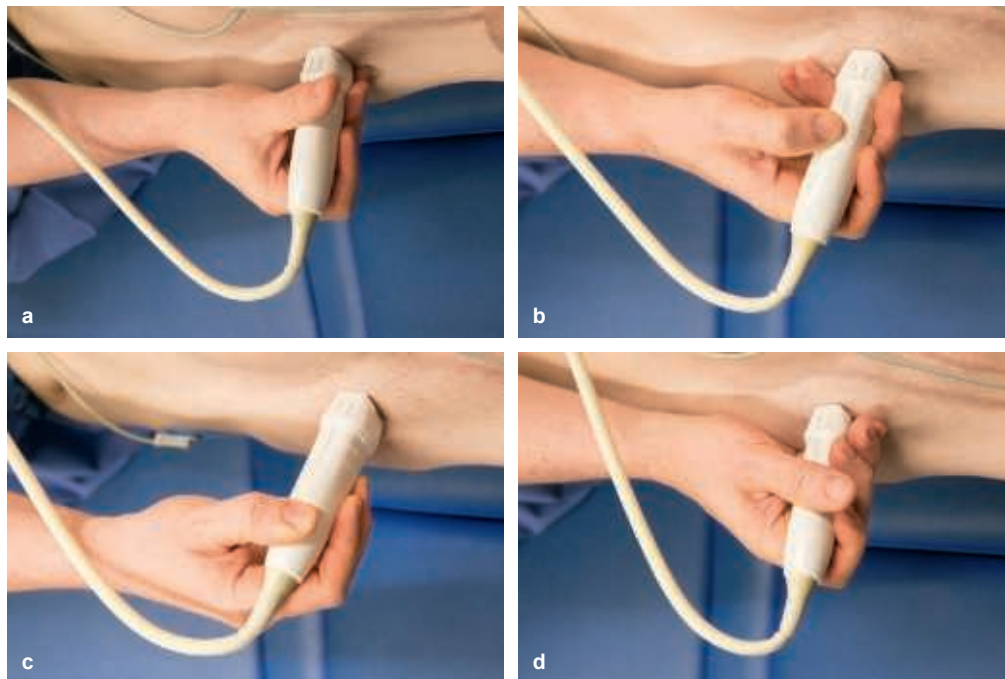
Fehler bei der Handhaltung des Transducers in der transthorakalen Echokardiografie. Der häufigste Fehler ist ein Berühren der Markierung mit gestrecktem, durchgedrücktem Daumen, weil dadurch das Gefühl für die Schallebene verlorengeht (a) und man ohne Sicht auf den Schallkopf nicht weiß, wie man ihn hält. Zudem ist so keine Drehung des Schallkopfs um 60° bzw. 90° ohne Umgreifen möglich. Liegt der Transducer wie ein Füllfederhalter auf dem 4. und 5. Finger (b), stören die angelegten Finger, wenn man den Schallkopf nach apikal führen will, um eine nach kranial gerichtete Position zu erreichen. Die freie Positionierung des Schallkopfs ohne jegliche Abstützung durch den 4. und 5. Finger kann wiederum ein stereotaktisches, stabiles Schallen verhindern (c), sodass das Bild im Sektor „wackelt“. Wird der Schallkopf mit allen Fingern wie eine Reckstange umfasst (d), kann er nur unter Beteiligung des Ellenbogen- und Schultergelenks gedreht werden, was zwangsläufig zu einer Verkrampfung unnötig angespannter Muskelgruppen führen muss.
